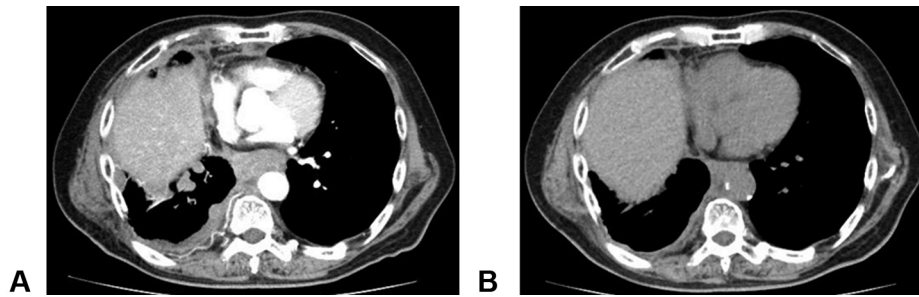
CT images of the chest reveal nivolumab treatment of recurrent MPM. (A) At 6 months postsurgery, multiple tumors are present in the pleural cavity, which suggest MPM recurrence. (B) CT images after four administrations of nivolumab reveal marked improvement in recurrent MPM tumors. CT, computed tomography; MPM, malignant peritoneal mesothelioma.
